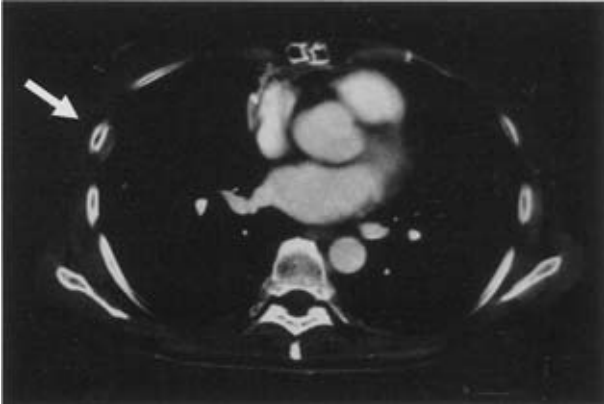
Chest CT prior to the fourth operation, with tumor shadow on the right chest wall (arrow).
